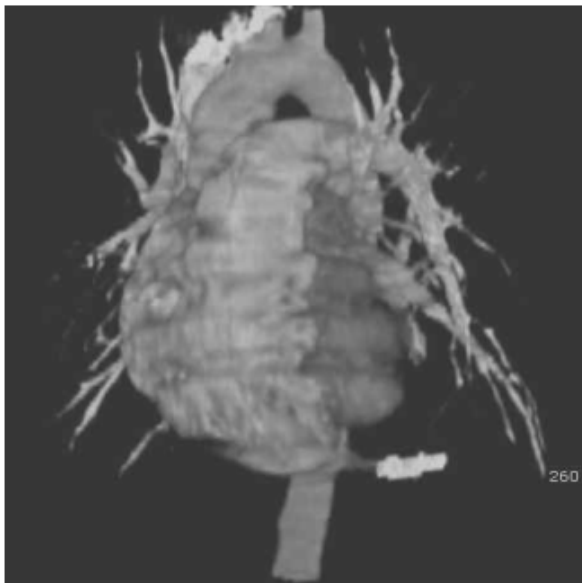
Chest three-dimensional reformation image CT scan 6 months after arterial embolization shows complete occlusion of feeding artery.
